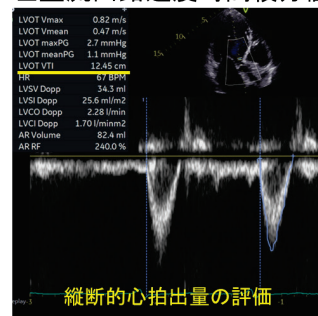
心エコーを用いた血行動態評価(著者作成図)
